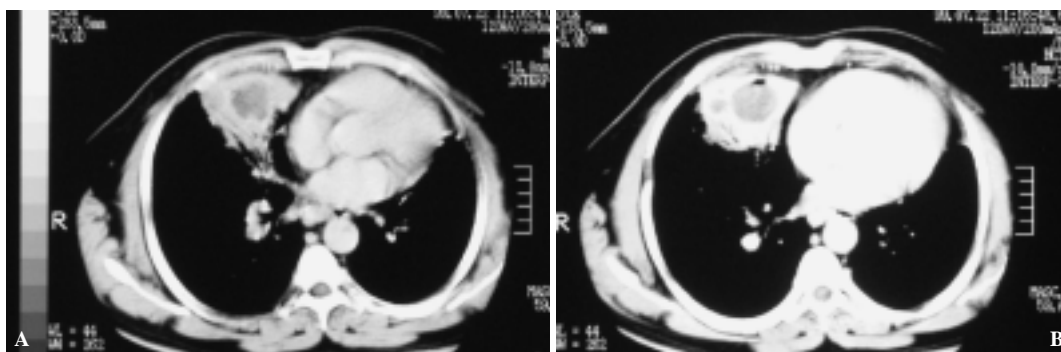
(A y B). Caso 43: Imágenes de TC, corte axial, ventana mediastinal, donde se demuestra lesión cavitada única, antero basal medial derecha, con nivel hidroaéreo sospechosa de lesión tumoral cavitada.
